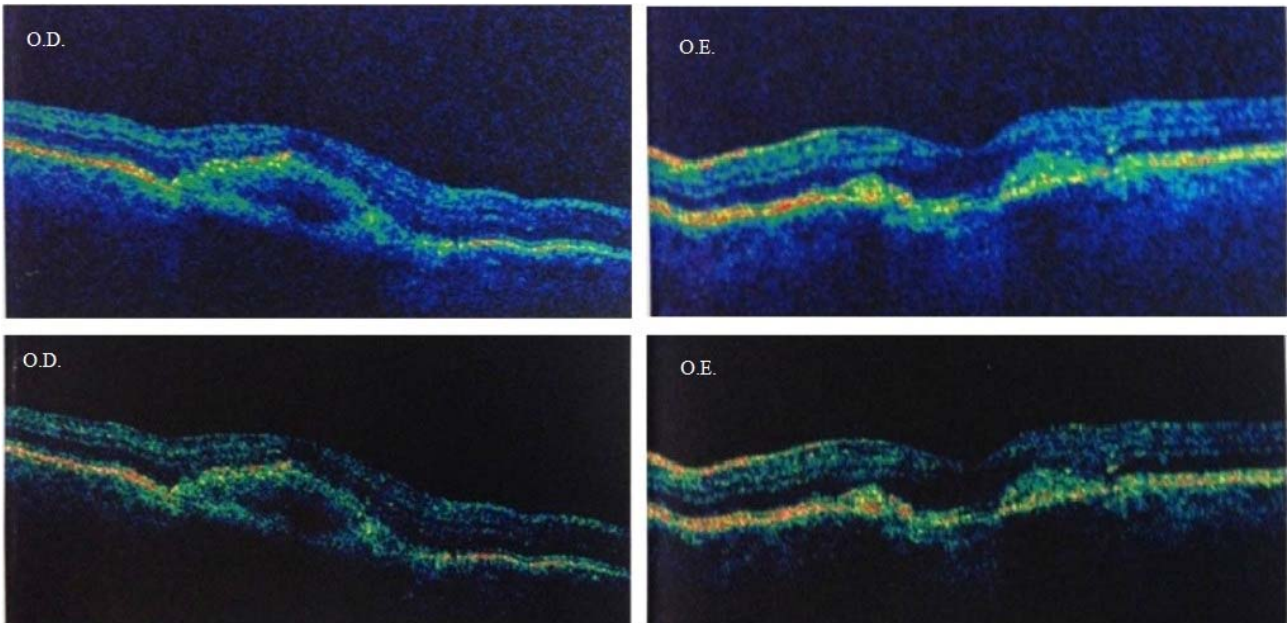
Tomografia de Coerência Óptica evidencia acúmulo de material sob a região macular do olho direito e alteração do epitélio pigmentar da retina macular do olho esquerdo.
